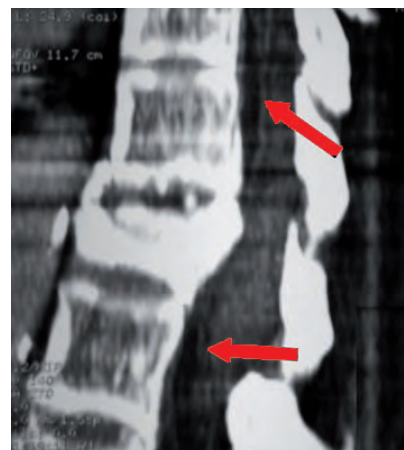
Detalle de la TC dorsolumbar en el que se observa el aplastamiento del cuerpo vertebral de T12 y un hematoma epidural anterior (flechas).
